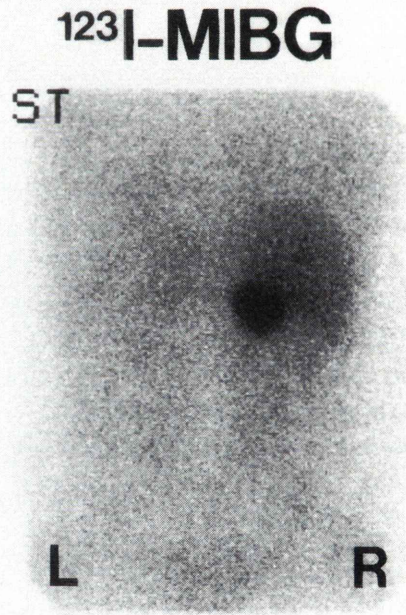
Posterior ¹²³I-MIBG scintigram 24 hours after injection. Abnormal high accumulation was seen in the right side of abdomen.
